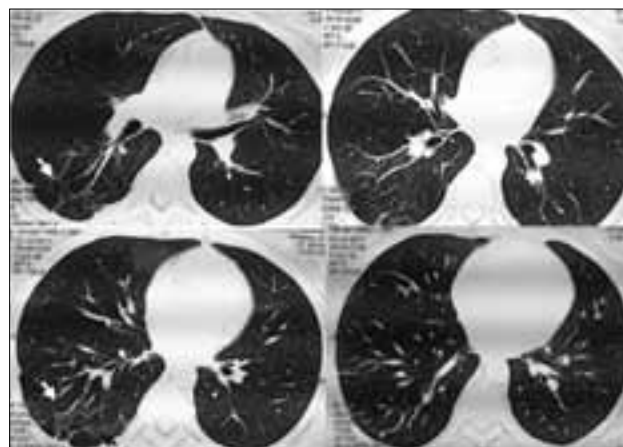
КТ органов грудной клетки (2011 г.), демонстрирующая картину паренхиматозно-интерстициального фиброза (белые стрелки) сегментарной протяженности в нижних долях легких. В базальных отделах сохраняются зоны инфильтрации легочной ткани по типу матового стекла (черная стрелка)
